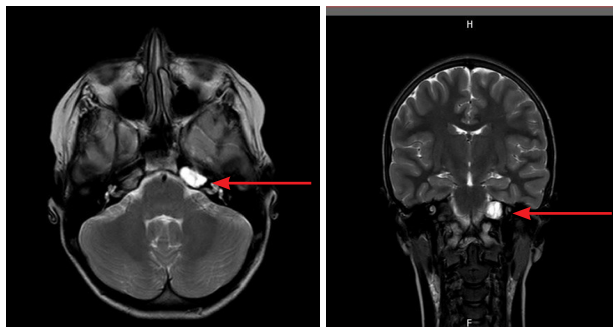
МРТ головного мозга девочки П., 12 лет, от 06.2020
